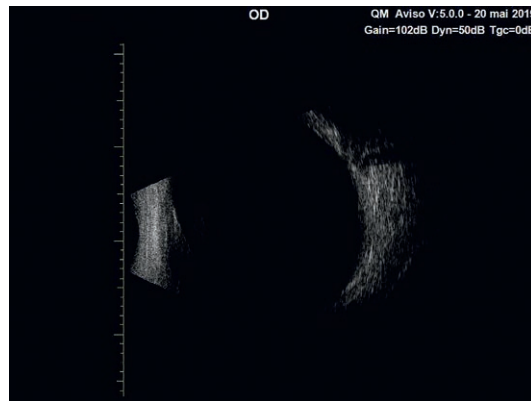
Échographie en mode B à 2 ans de la PDT : lésion non détectable.
